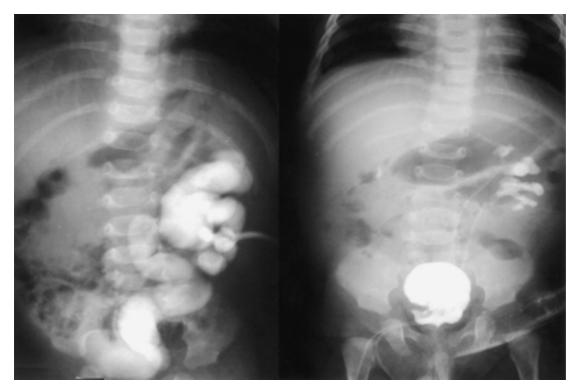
A la izquierda, estudio anterógrado con medio de contraste a través de sonda de nefrostomía tres semanas posteriores a la pieloplastia. Se observa un uréter izquierdo dilatado, compatible con una obstrucción vesicoureteral. La radiografía de la derecha muestra un estudio retrógrado a través de dos tubos ureterales posterior al reimplante vesicoureteral izquierdo. Identificó permeabilidad de ambos uréteres izquierdos.
